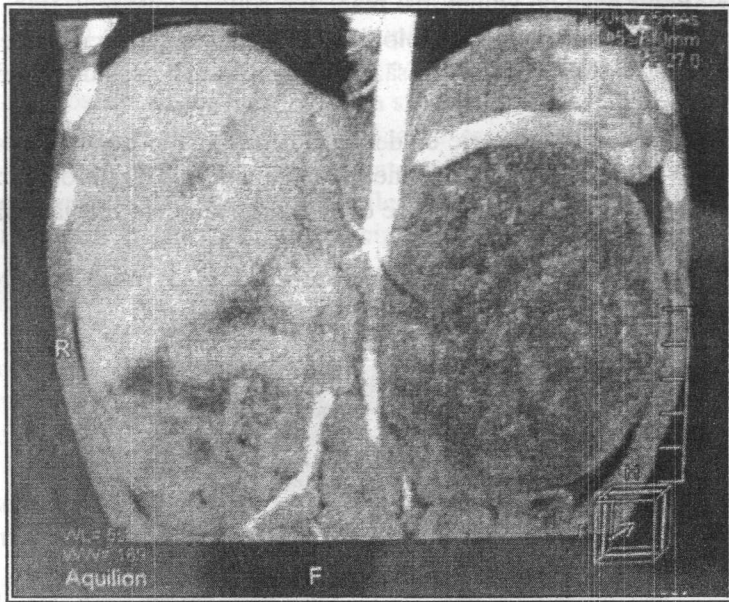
CT. Aspectul de ansamblu al regiunii lombo-abdominale: formațiune tumorală a rinichiului stâng.
